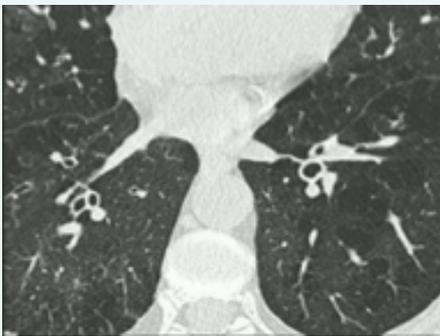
Coupe TDM parenchymateuse axiale montrant à piégeage expiratoire sous forme de plages hypodenses.
